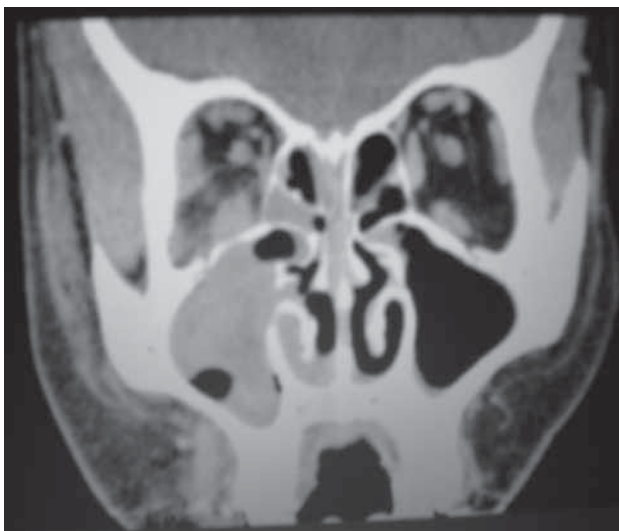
Tomografía axial computada de senos paranasales derechos.
